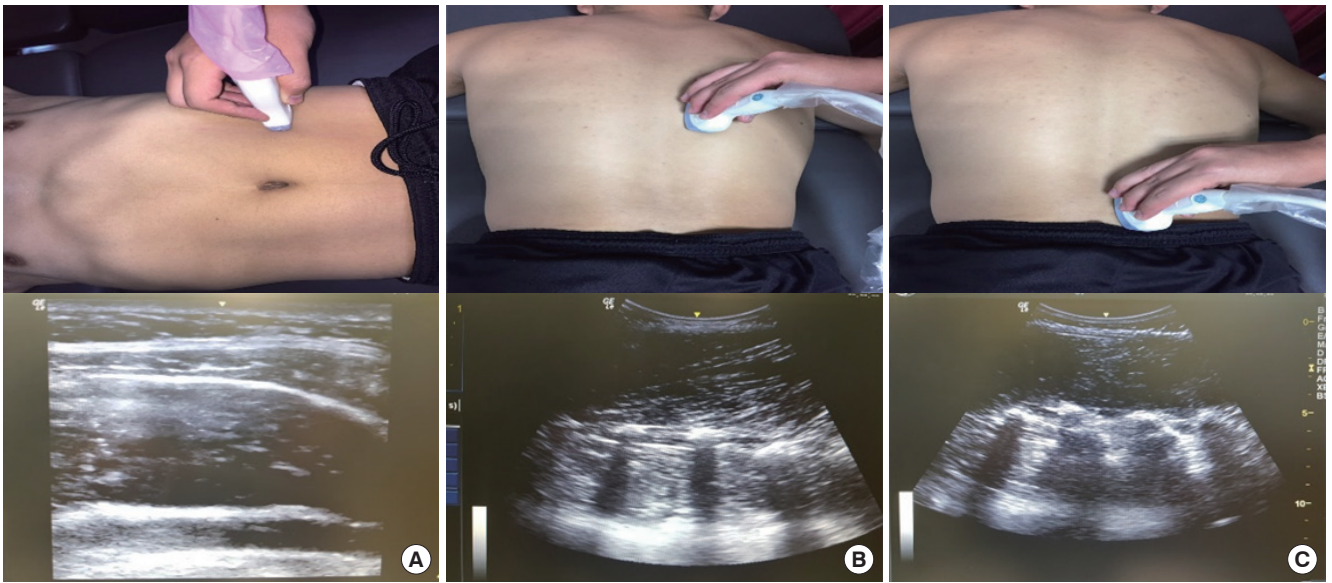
The measurement position and ultrasonographic imaging of trunk muscles. (A) Lateral abdominal muscles, (B) erector spinae, (C) multifidus.
